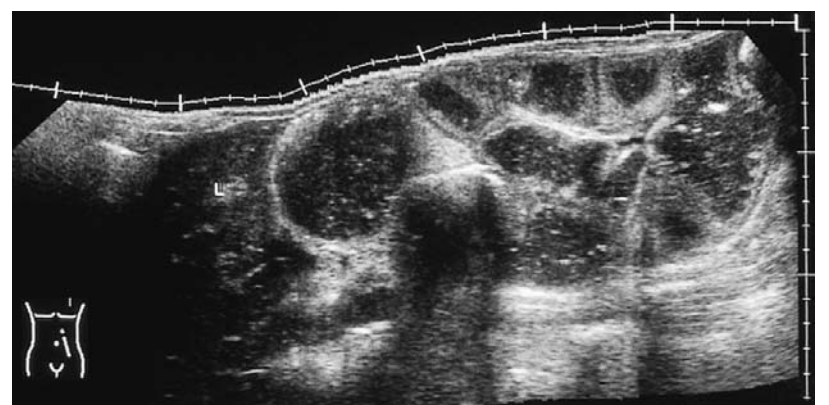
Darmverschluss: Multiple flüssigkeitsgefüllte Darmschlingen (Bild aus dem Kapitel Akutes Abdomen, G. von Klinggräff, in Klinische Sonographie und sonographische Differenzialdiagnose. Hrsg. K. Seitz et al. Georg Thieme Verlag KG 2008).
